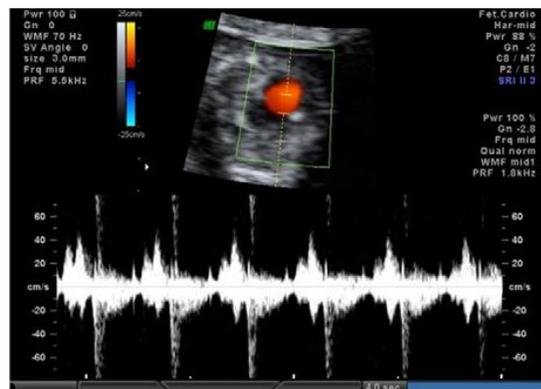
Ultrasonido prenatal transabdominal donde se observa el defecto cardíaco.²⁹
